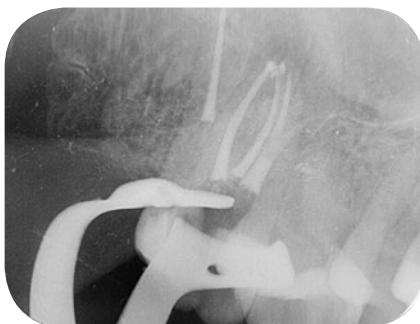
Röntgenfoto na het plaatsen van MTA halverwege het mesiobuccale kanaal.
